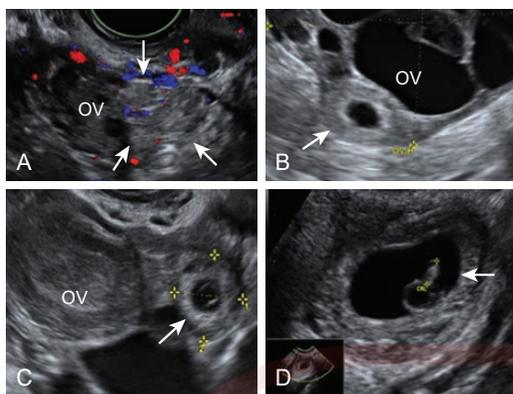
Apariencias ultrasonográficas de los embarazos ectópicos tubáricos. (A) Una masa no quística o heterogénea que se encuentra adyacente al ovario (OV) conocida como el “signo *blob*” (flechas múltiples); (B) una masa anexial adyacente al OV con una colección de líquido hipocóico central rodeada por una pared ecogénica gruesa (conocida como *anillo tubárico*), o una masa extra-OV con un saco gestacional extrauterino (SG) ecolúcido y vacío, “signo del panecillo” y para “ectópico definido”; (C) un SG con un saco vitelino (YS) adyacente al OV; y (D) un SG con un YS y embrión en el anexo derecho.
